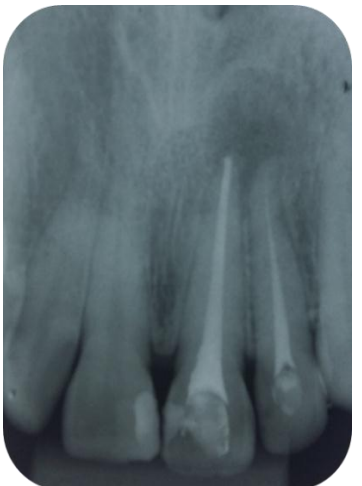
Troca de medicação intracanal e observa-se a diminuição da lesão periapical. 06/04/2016
